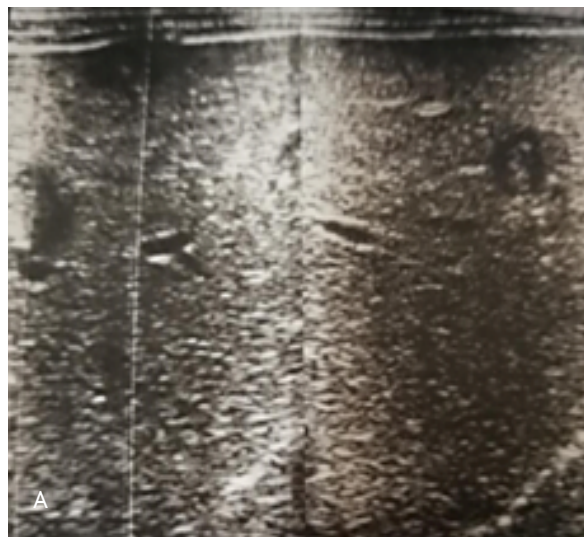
A) Ecografía de hígado: lesiones hipocogénicas, dispersas de contorno irregular. B) Tomografía espiral multicorte abdominal con reconstrucción 3D: distensión abdominal por presencia de líquido libre en cavidad abdominal (LLCA) y hepatomegalia. C) Imágenes hipodensas ovoideas y lineales que muestran el recorrido del parásito, distensión abdominal por presencia de LLCA y hepatomegalia.
